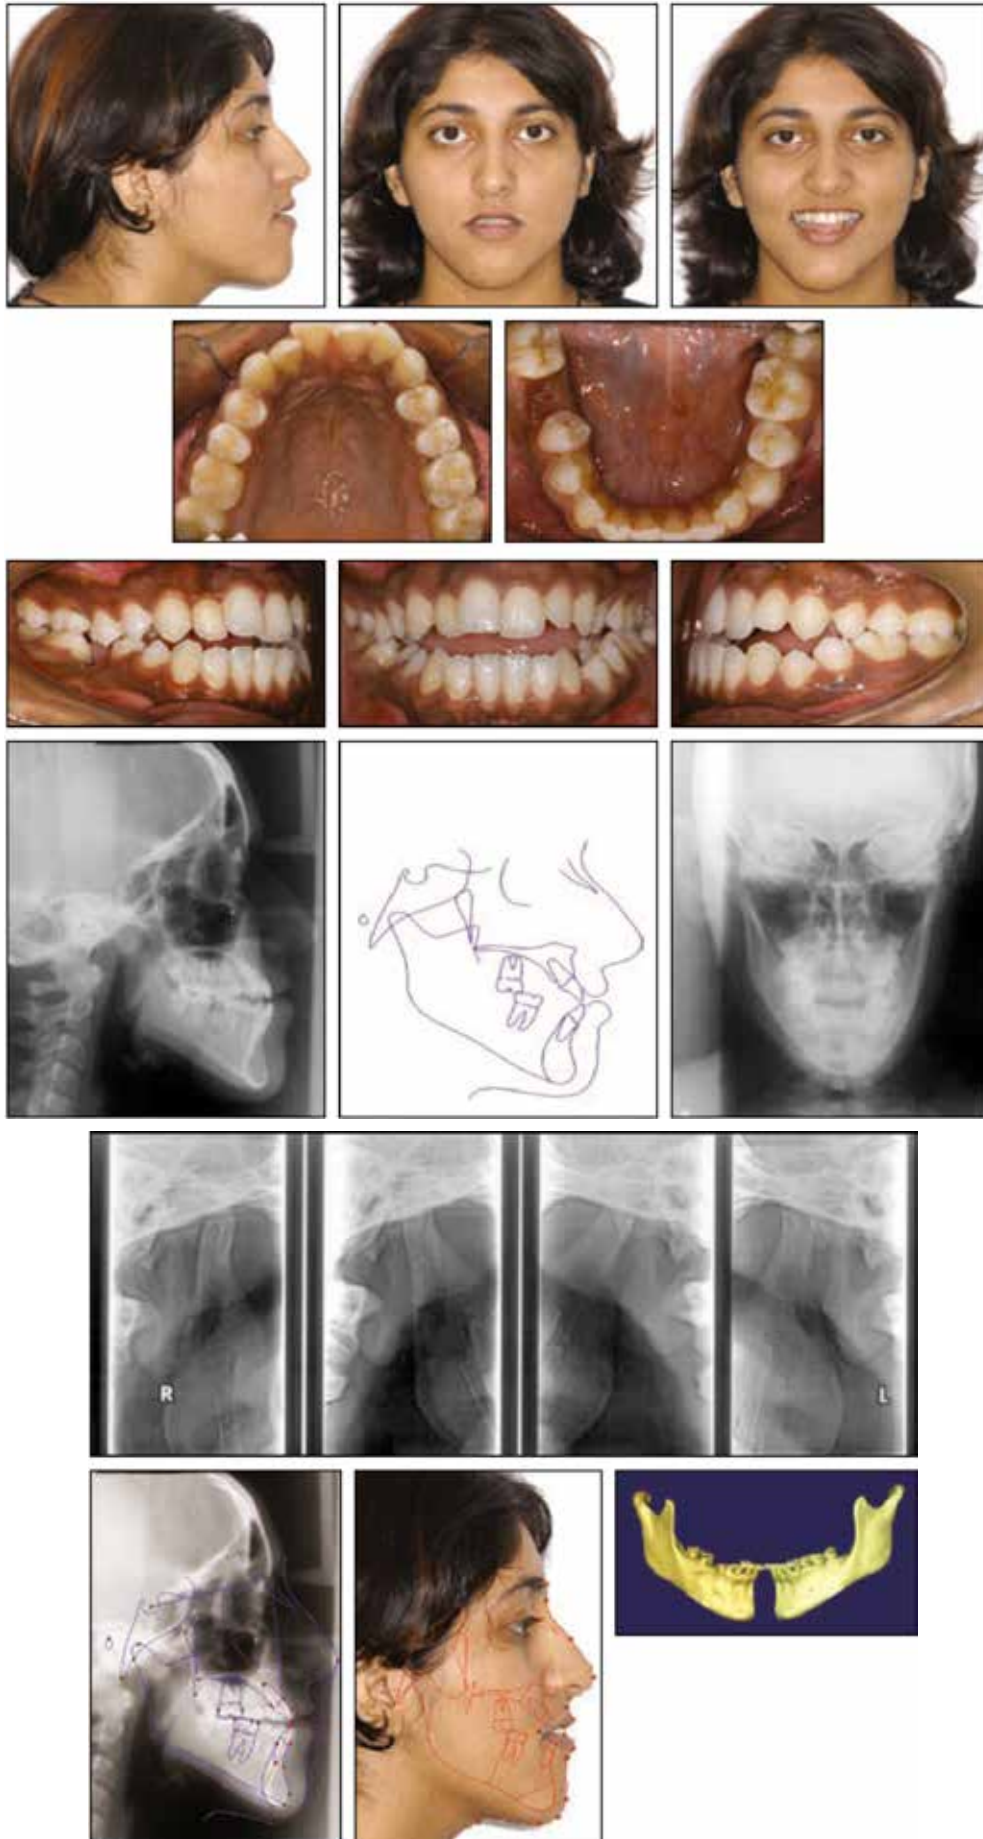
23 летняя пациентка с патологией окклюзии III класса, открытым прикусом (4 мм), асимметрией нижней челюсти, отсутствием первого нижнего моляра справа до лечения. Рентгенограмма и 3D реконструкция показали несоответствие между правым и левым суставными отростками
